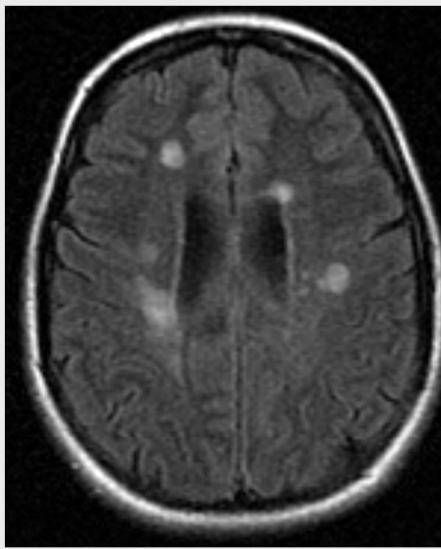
Coupe axiale IRM FLAIR (SEP)
